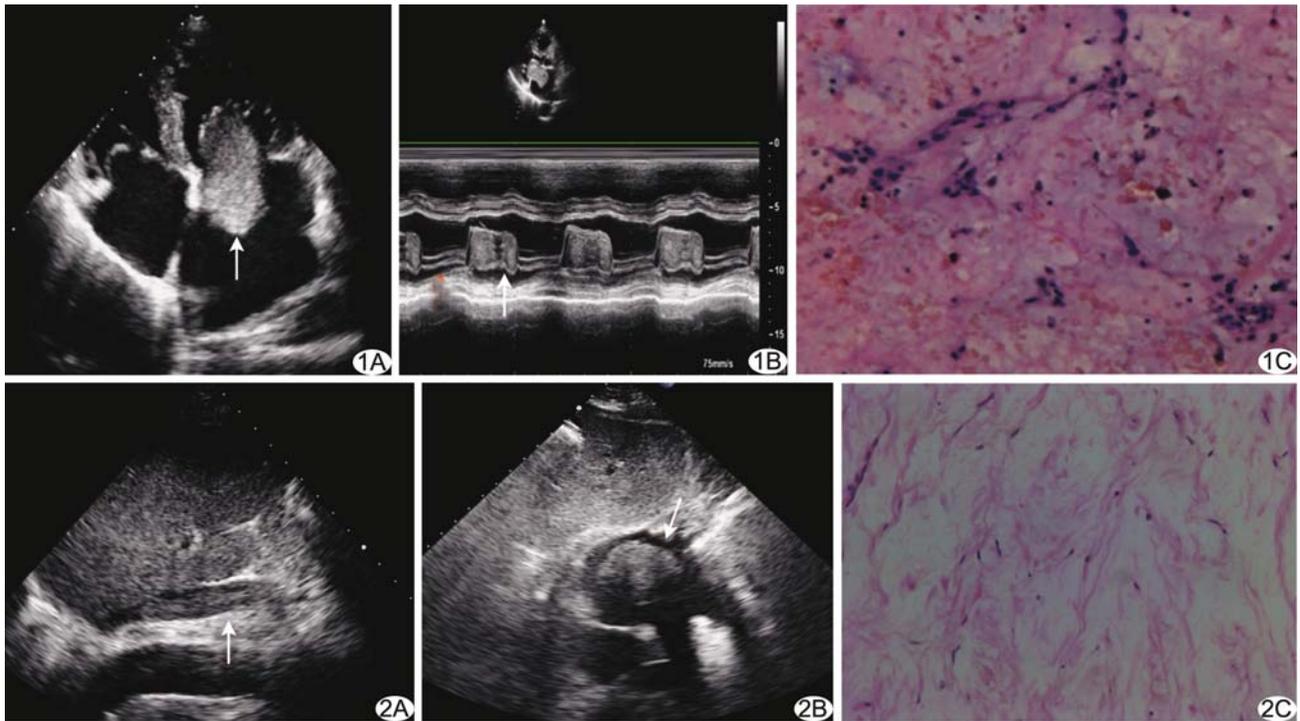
患者女,55 岁,左心房黏液瘤 A. 超声心动图心尖四腔心切面示舒张期经二尖瓣口突入左心室侧(箭); B. M 型超声显示舒张期瘤体堵塞二尖瓣口(箭); C. 光镜下见大量黏液样基质中,散在单个或条索状肿瘤细胞(HE,×200) 图 2 患者女,51 岁,静脉内平滑肌瘤病 A. 超声心动图下肢静脉长轴示管腔内条索状低回声(箭); B. 超声心动图剑下双心房切面示右心房内中等实性回声团块(箭); C. 光镜下见大量平滑肌瘤细胞不规则或条索状排列(HE,×200)
